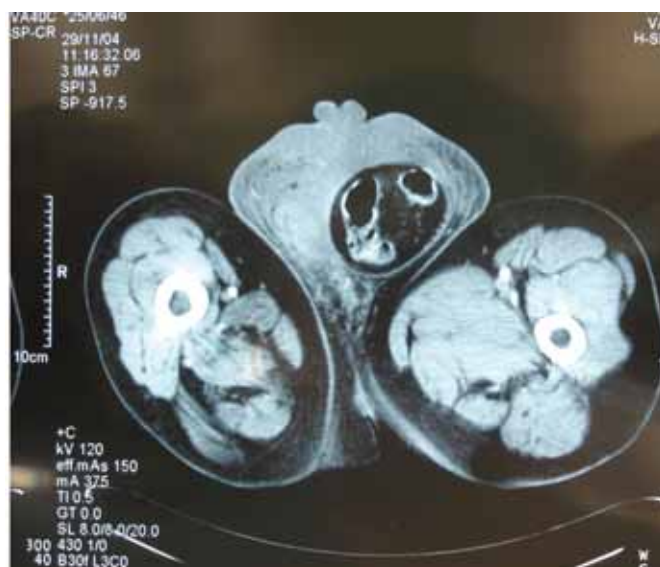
Tomografía computerizada: presencia de sigma y omento en bolsa escrotal izquierda. A un nivel más alto, se observa hernia inguinal derecha.
